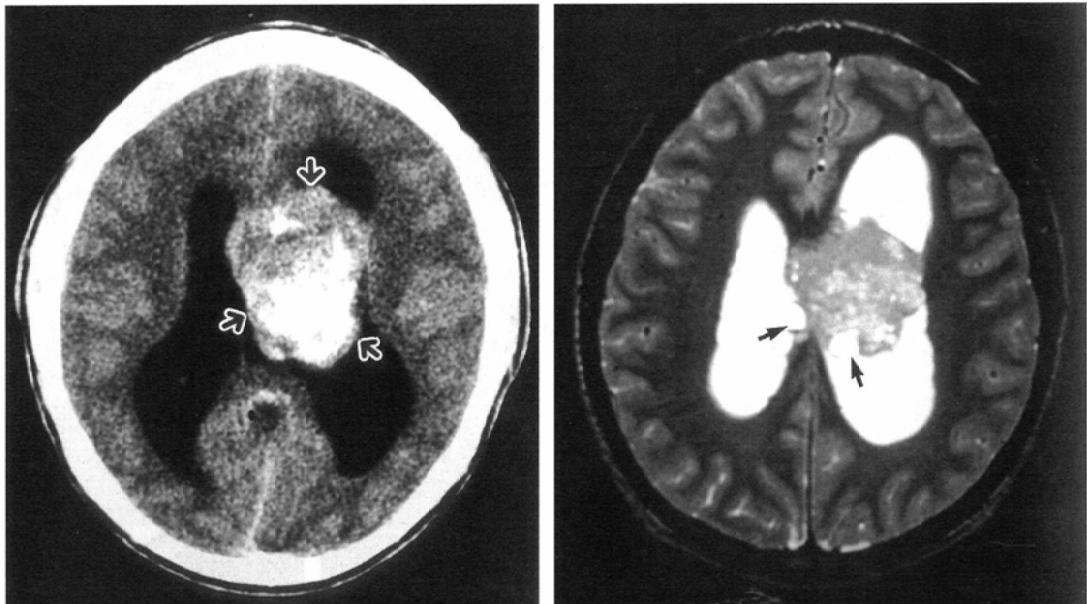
Axial precontrast CT (A) and T2-weighted MR images (B) in a 17-year-old girl with central neurocytoma. The tumor locates in the anterior portion of the left lateral ventricle (A, arrows). The tumor appears hyperdense on postcontrast CT and T2-weighted MR image. High attenuation of the tumor is due to calcification and contrast enhancement of the tumor. T2-weighted image shows some cystic portions (B, arrows) within the tumor.
